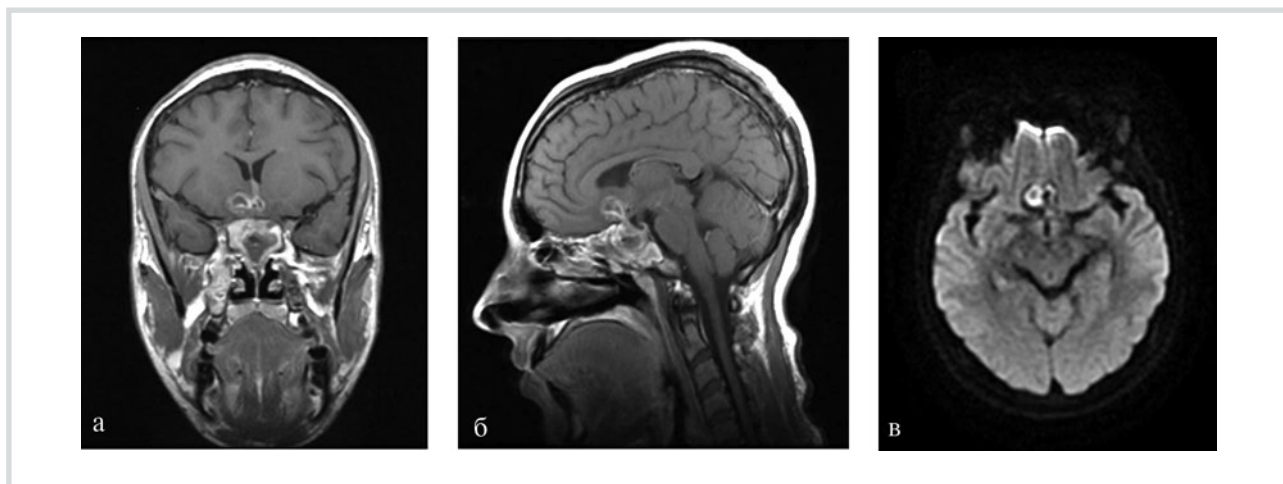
Клинический пример №4. МРТ головного мозга с контрастным усилением через 12 дней после трансназального удаления аденомы гипофиза: повышенное контрастирование капсулы удаленной опухоли.
